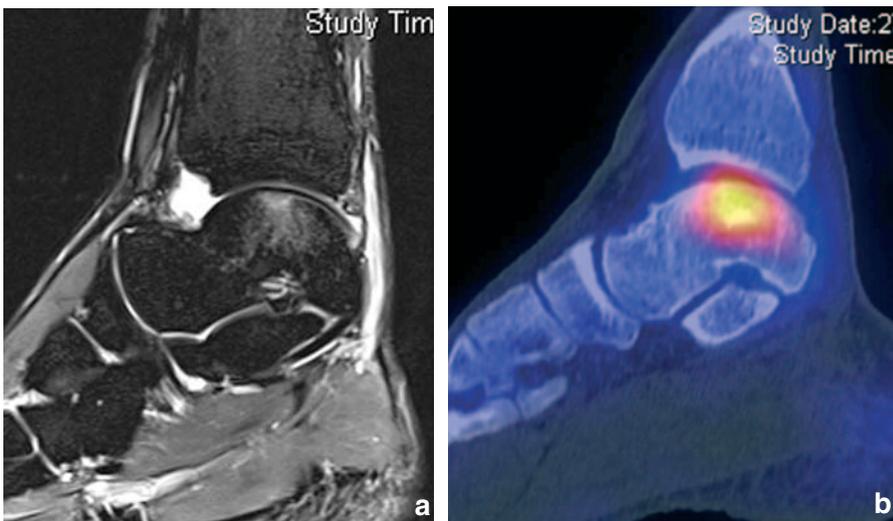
MRT (a) und SPECT-CT (b) einer osteochondralen Talusläsion Grad I nach Taranow.
